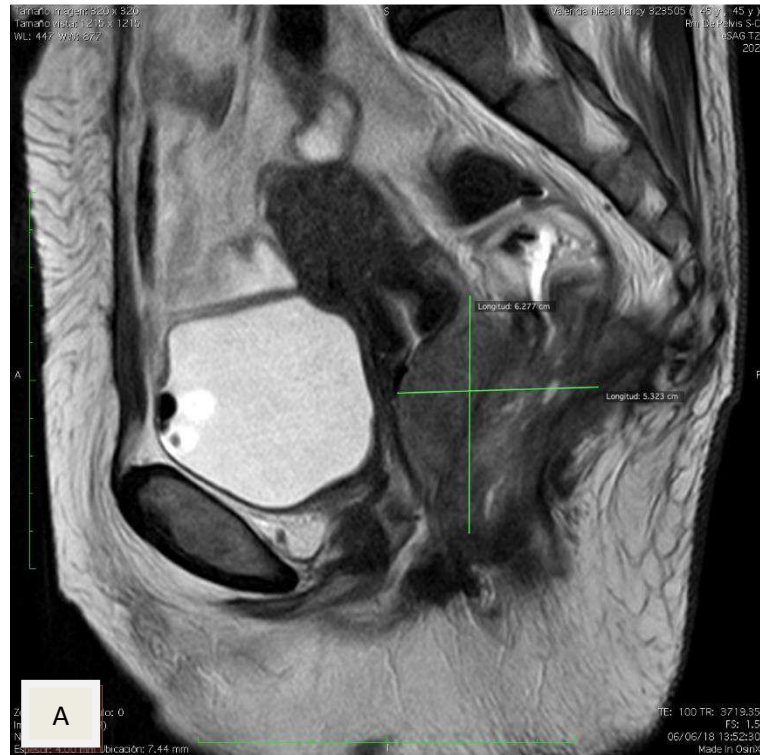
RMN de Pelvis. Evolución de la enfermedad. A) Plano Sagital secuencia T2 se observa masa ocupante de espacio a nivel de recto inferior y medio, desde el angulo recto anal hasta 67 mm proximal. Semicircunferencial
